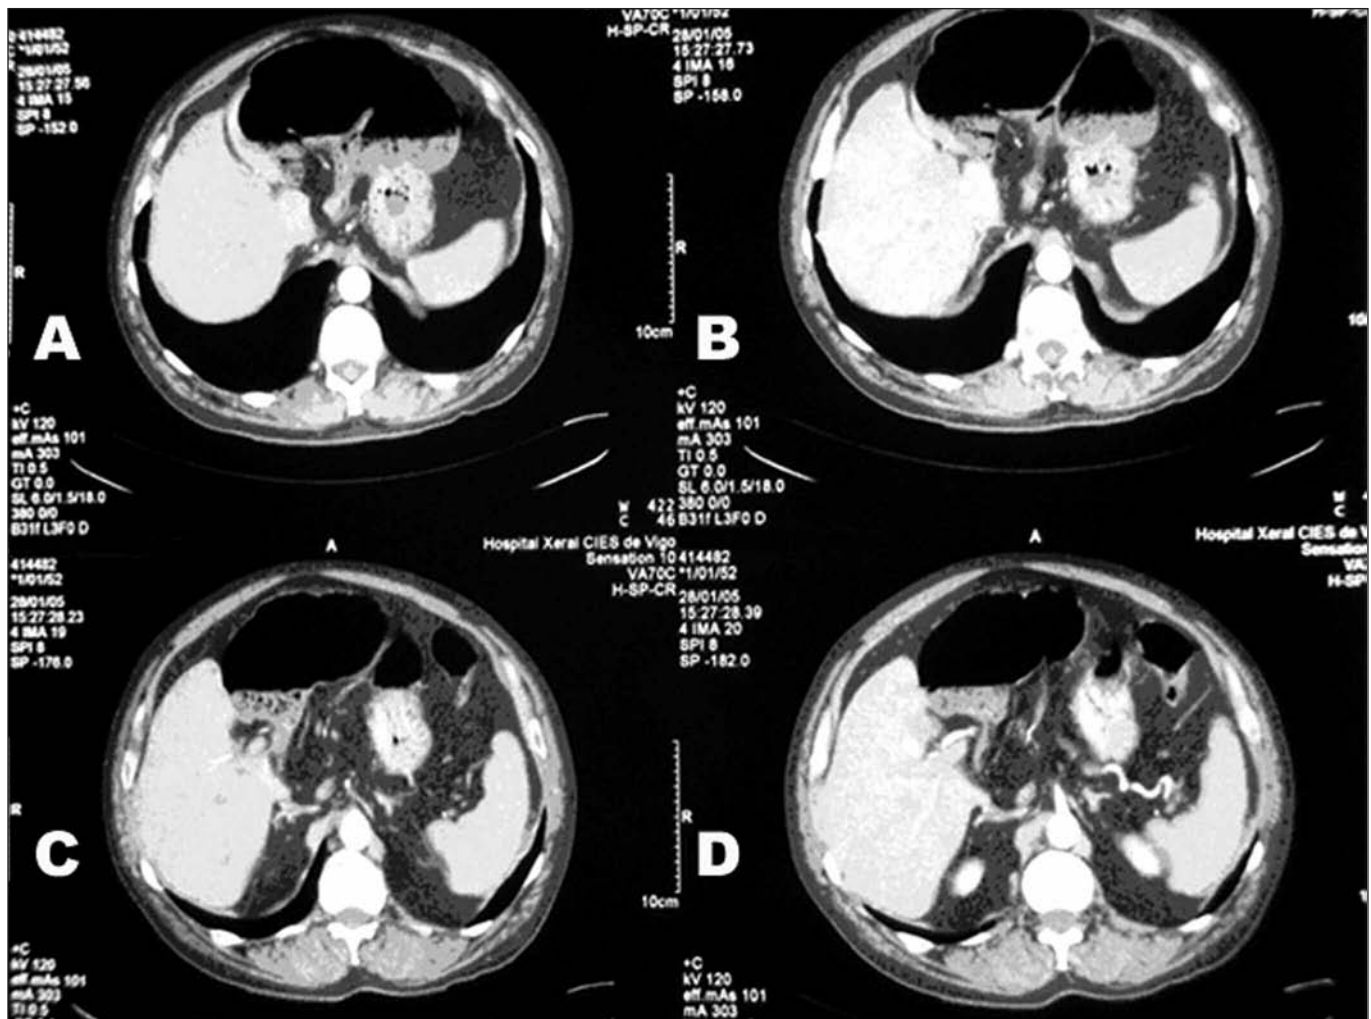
TAC abdominal. A y B: Gran dilatación del ciego y colon ascendente situándose el estómago en posición posterior. C: Estrechamiento del colon ascendente a nivel del punto de obstrucción. D: El punto de obstrucción se corresponde con la imagen de la arteria hepática común, indicando la posible herniación a través del hiato de Winslow.
